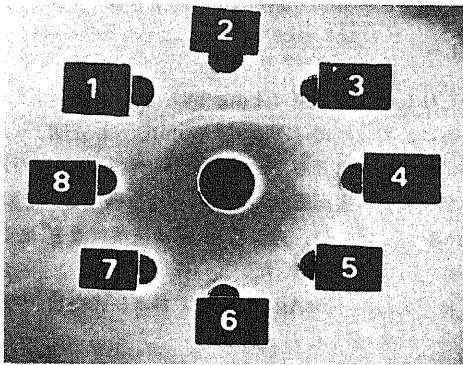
Immunoprecipitation pattern of absorbed rabbit antisera in a central large well with ultrasonic homogenates of insoluble liver cell surface membranes (ILSM) ①, liver ②, kidney ③, renal cell membranes ④, skeletal muscle ⑤, serum ⑥, heart ⑦ and spleen ⑧. There are two precipitin lines between absorbed antisera and either ILSM ① or ultrasonic homogenates of liver ② but no reaction with the other organ homogenates (③ to ⑧).
